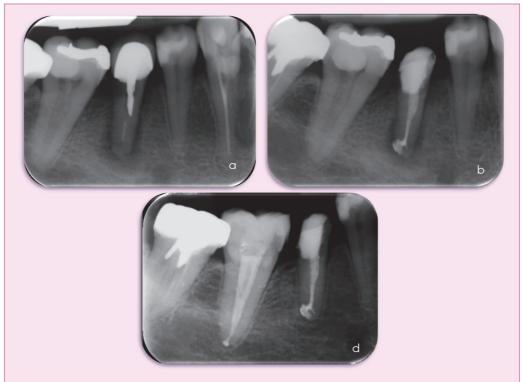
Fracaso del tratamiento de conductos del 4.5. A. La radiografía pre-tratamiento muestra una lesión radiotransparente asociada con el segundo premolar derecho. B. Radiografía final tras el retratamiento. C. Se observa curación periapical completa después del periodo de seguimiento.
